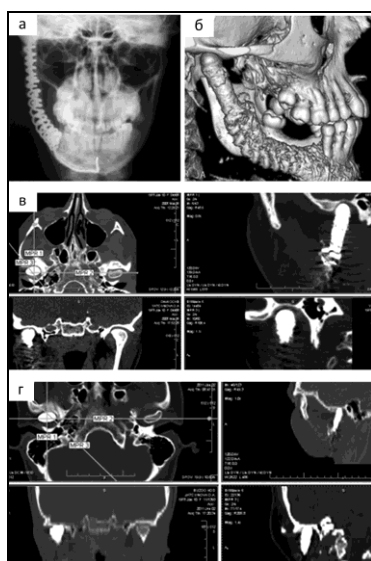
Височно-нижнечелюстной сустав пациентки Я-й через 1 месяц, 1 и 3 года после реконструкции. а – рентгенограмма верхней и нижней челюсти через 1 месяц после операции; б – 3D визуализация реконструированной челюсти через 1 год; в – мультиспиральная компьютерная томография суставов через 1 год после операции; г – мультиспиральная компьютерная томография суставов через 3 года после операции
